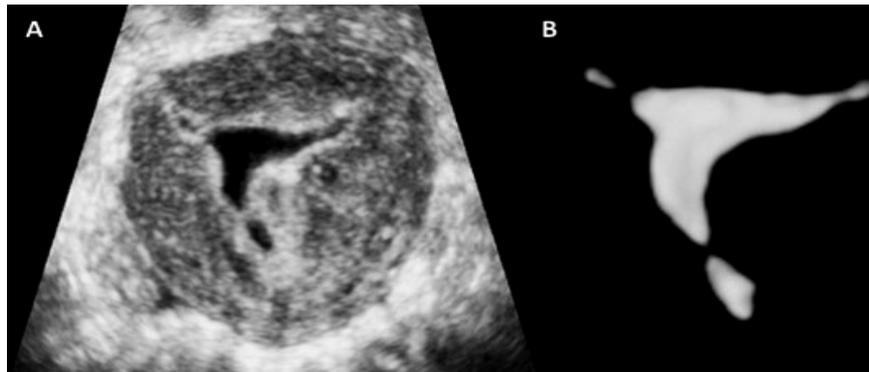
Image de synéchie utérine sur échographie 3D [1].
